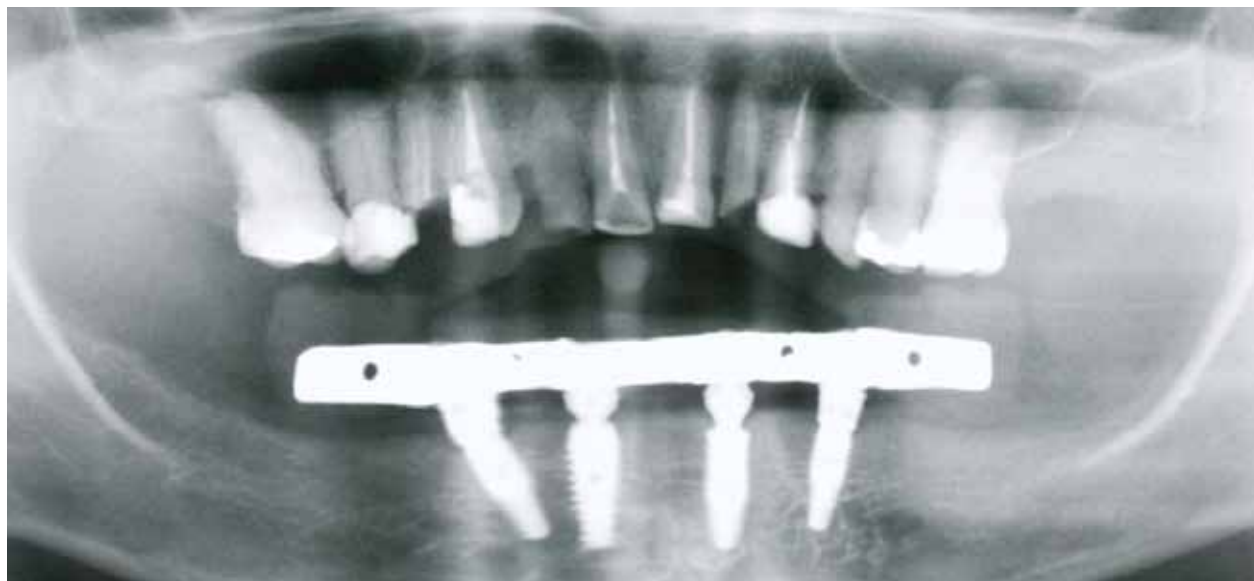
Radiografia panorâmica 2 meses após a colocação da prótese inferior.
